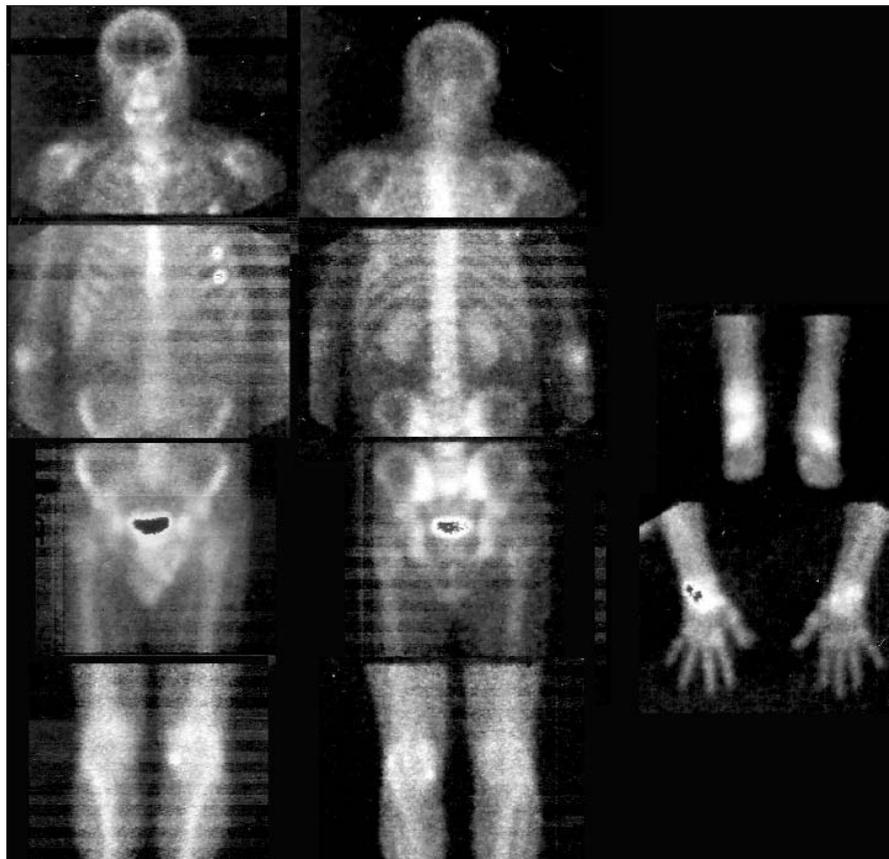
Сцинтиграфия, планарные проекции (ноябрь 2007 г.).
